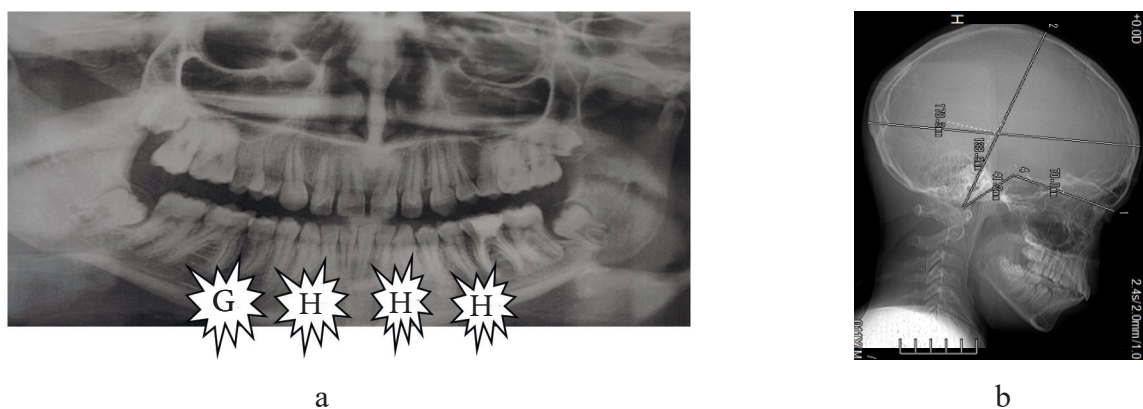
Ortopantomograma (a) și tomografia computerizată (b) în secțiune sagitală ale pacientului C.N., 14 ani
